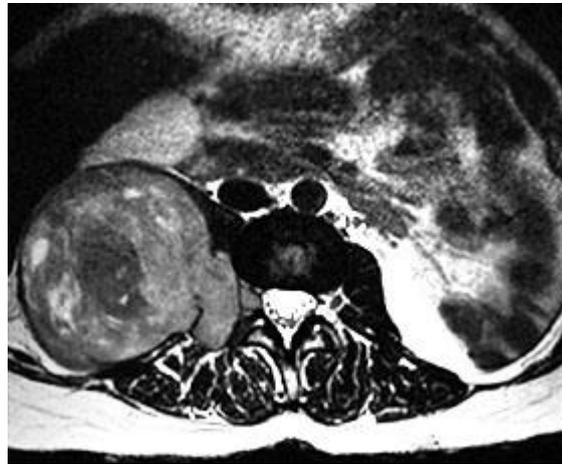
Imagen de resonancia magnética donde se demuestra la extensión retroperitoneal del Schwannoma y su origen en la médula espinal.
